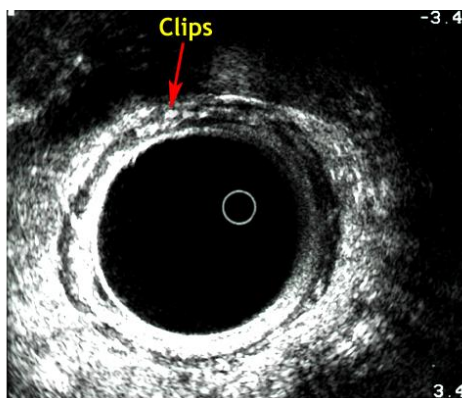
Immagine ecografica dell'anastomosi meccanica in cui sono evidenti le clips metalliche.
